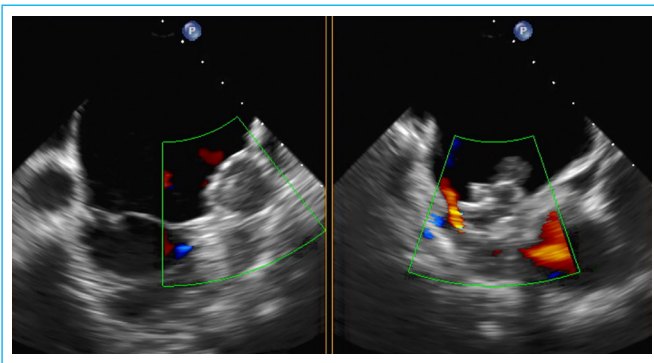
ETE. Detalle mediante *doppler* color de la fuga residual en el lado opuesto a la zona donde se encontraba el trombo adherido al dispositivo de cierre de la orejuela.
